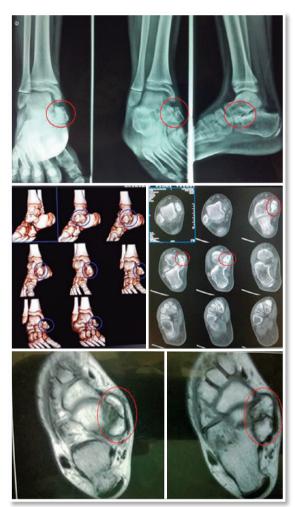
Radiografia, tomografia computadorizada e ressonância nuclear magnética.
